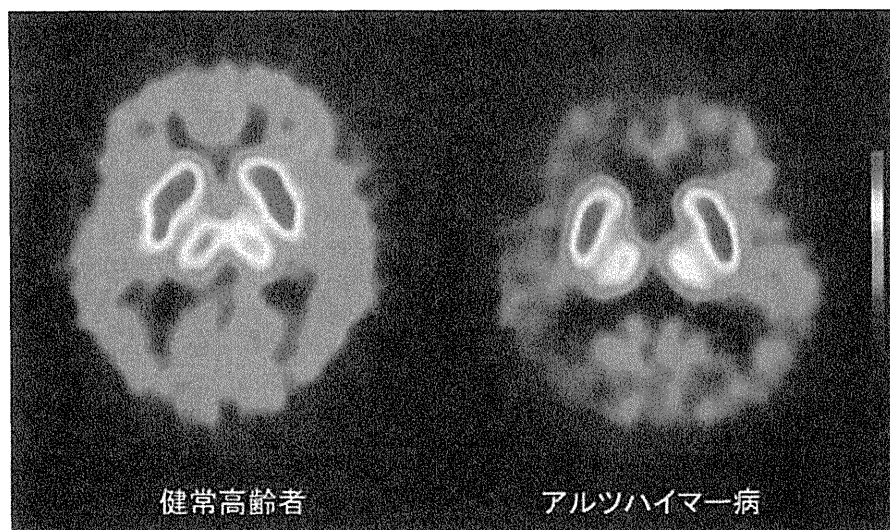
健常高齢者およびアルツハイマー病患者における $[^{11}\text{C}]$ MP4AによるPET画像
